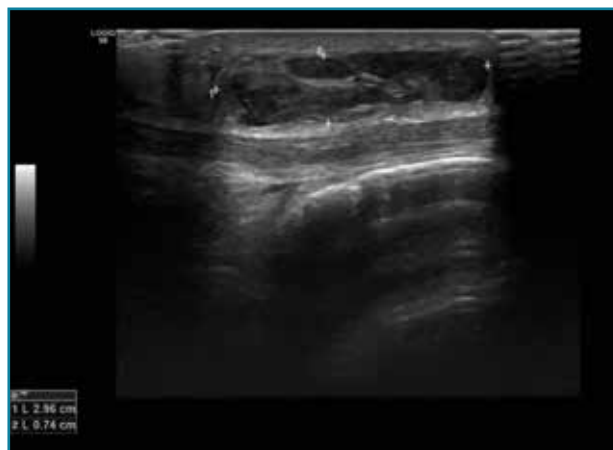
Corte transversal de una ecografía de pierna: colección hipoeica prepatelar por bursitis muy heterogénea.
